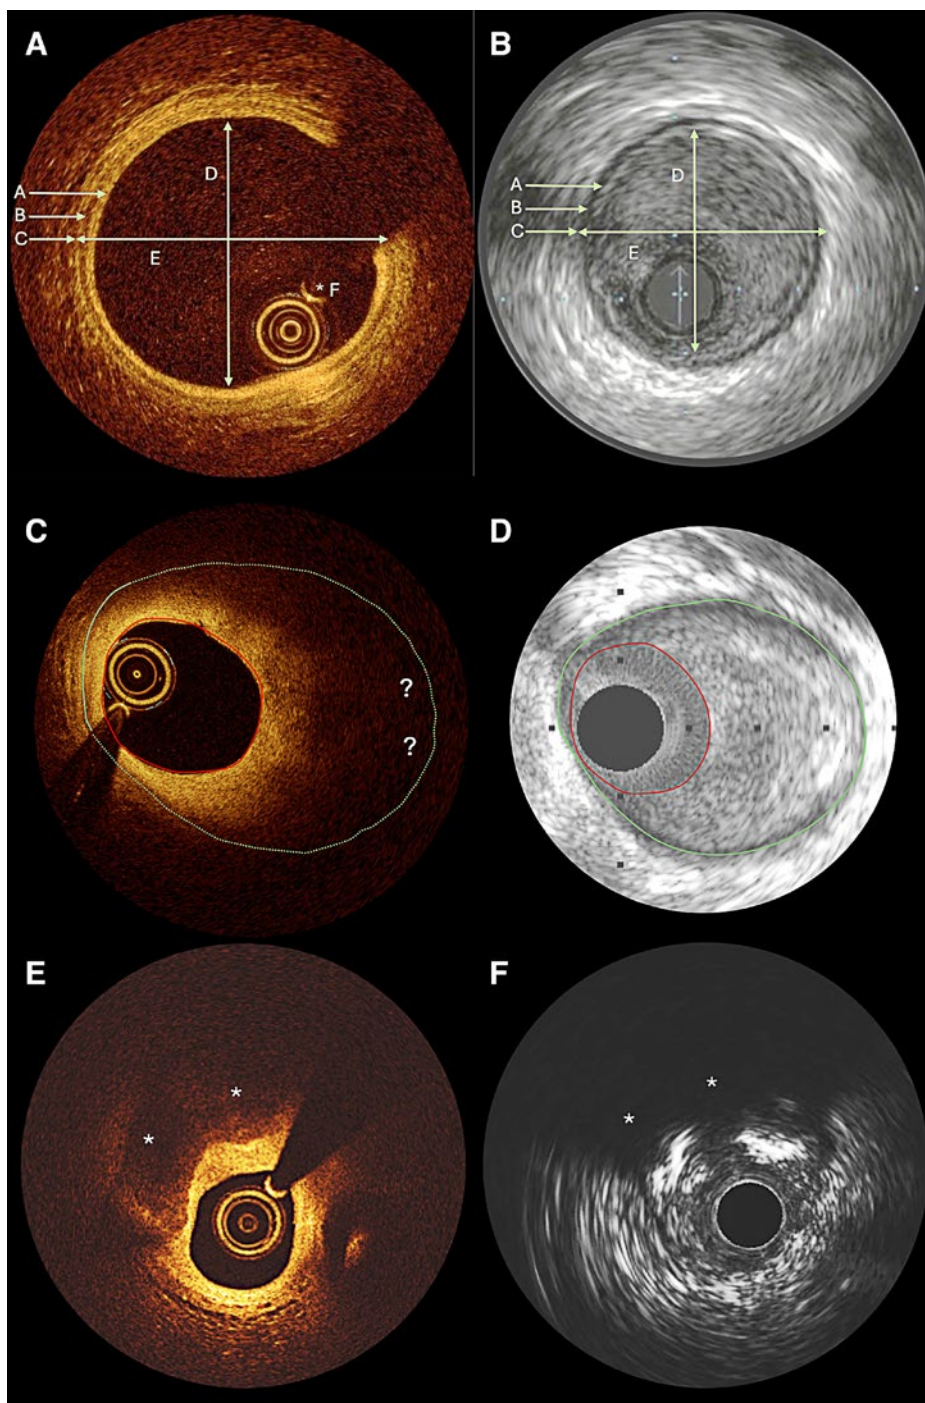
Exemples classiques de vaisseaux visualisés par tomographie par cohérence optique (TCO) et par échographie intravasculaire (IVUS).
